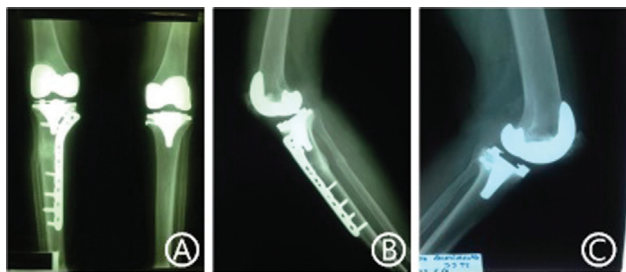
(A) Radiografia em anteroposterior das duas artroplastias totais do joelho realizada na paciente. Note a fratura atípica já consolidada. (B) Radiografia em perfil do joelho direito evidenciando a consolidação da fratura atípica também no perfil. (C) Radiografia em perfil do joelho esquerdo.
